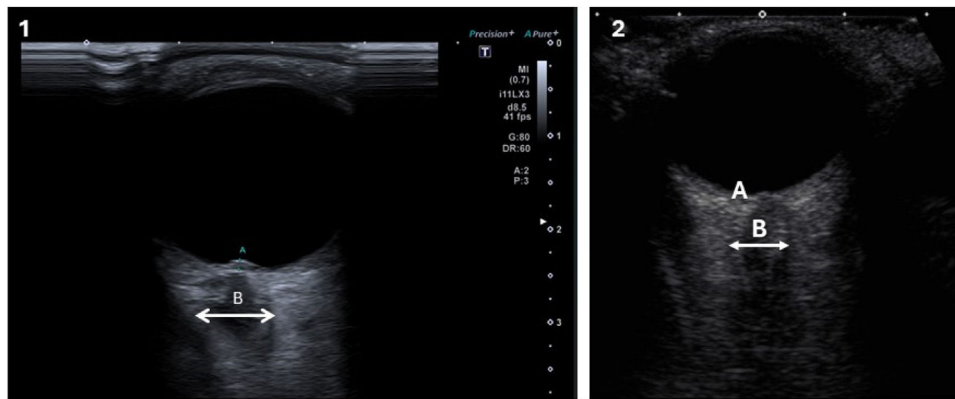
Ecografía orbitaria, modo B. En 1 se muestra papiledema que sobresale en el globo ocular (A), nervio óptico (B) y vaina del nervio óptico (flecha). En 2 se ilustra la ecografía orbitaria normal: papila (A), nervio óptico (B) y vaina del nervio óptico (flecha). Imagen cortesía del Dr. Rodríguez Pardo de Donlebún.
